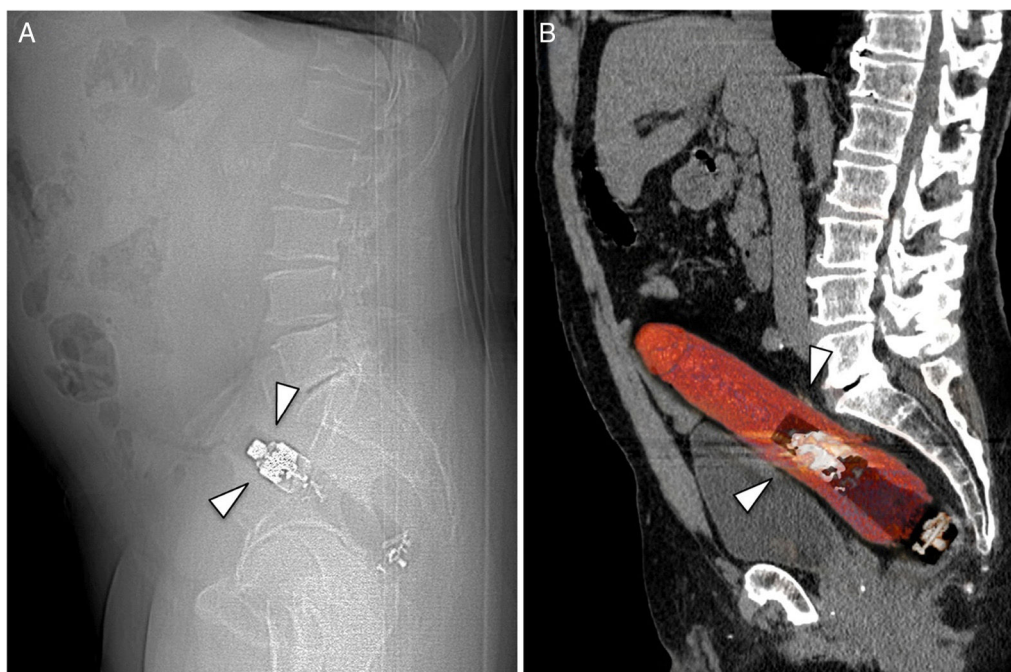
A. Vista lateral de una radiografía abdominal convencional que demuestra la presencia de un cuerpo extraño con un componente metálico, insertado en el recto (flechas). B. Reconstrucción sagital de una tomografía computarizada abdominal que confirma la presencia del cuerpo extraño con componentes metálicos y de plástico, situado dentro del recto (flechas).
